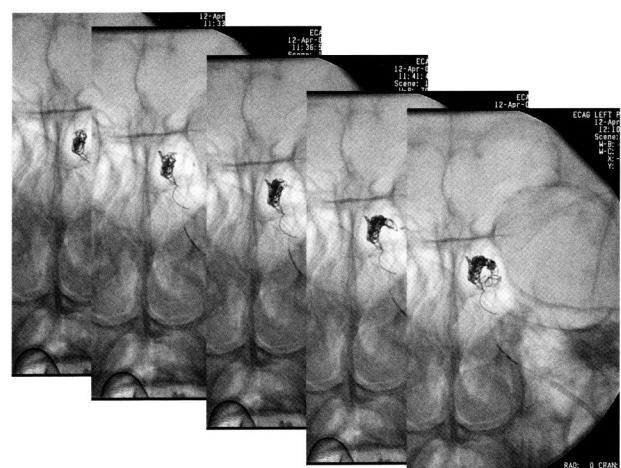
Skull plain film P-A view. Serial coil deposition shadows were demonstrated.
